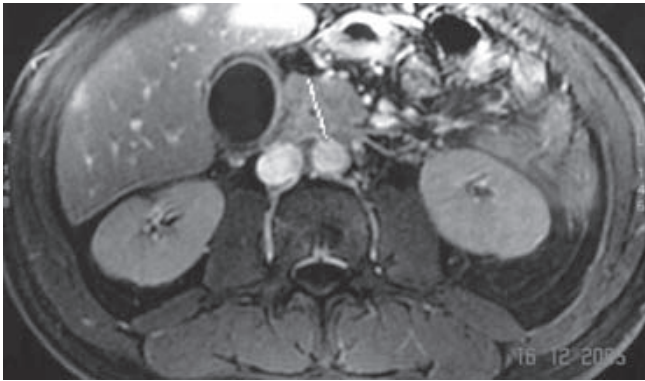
En la resonancia magnética de abdomen se observa una masa en cabeza de páncreas de 6 x 7 cm.
